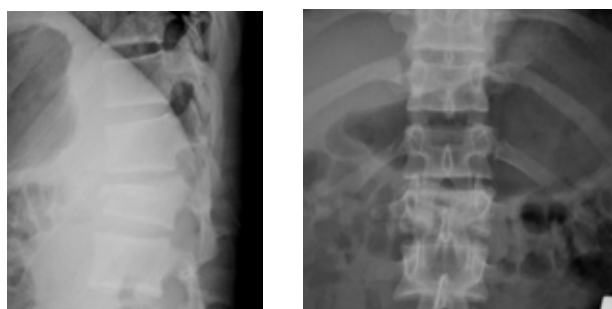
Рентгенограммы позвоночника в прямой и боковой проекциях больного Е.
